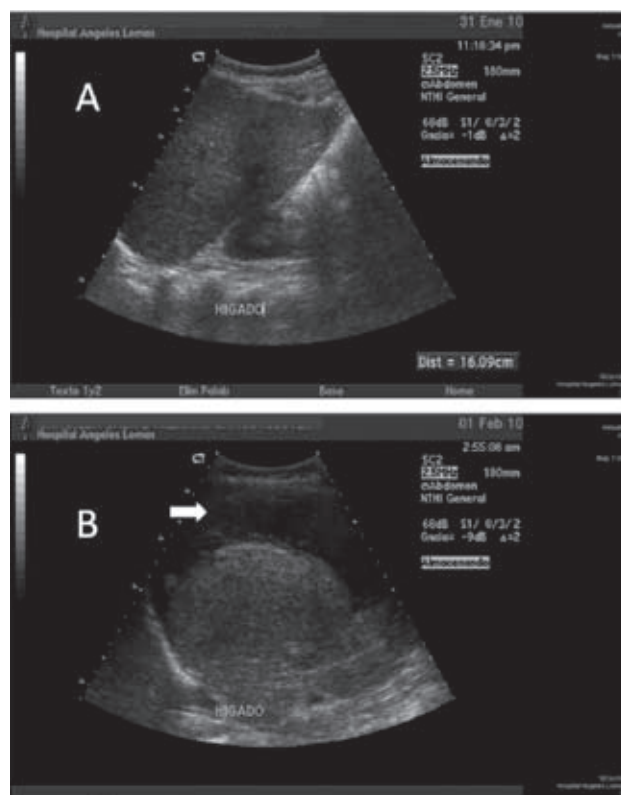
A: Ultrasonido hepático previo a la visualización del hematoma. B: Ultrasonido hepático en donde se visualiza el hematoma (flecha blanca).
